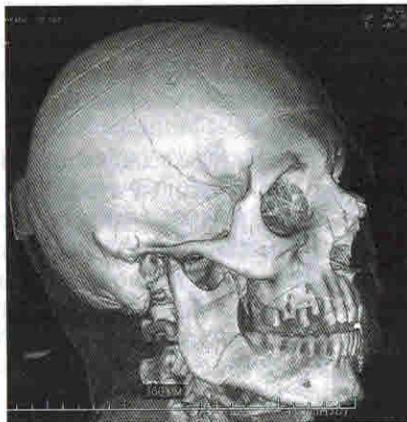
МСКТ-снимок черепа пациента с линейным переломом теменной кости
